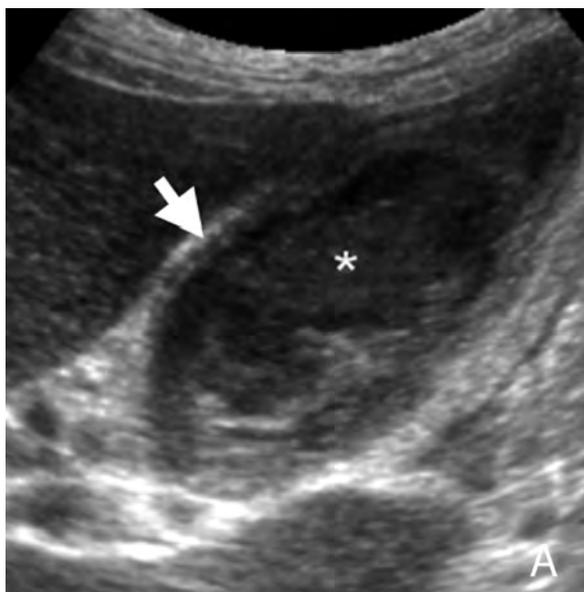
Острый бескаменный холецистит: А — УЗИ, продольный срез в месте максимальной болезненности показывает утолщение стенки желчного пузыря (стрелка), который полностью заполнен билиарным сладжем (звездочка); Б — доплерография демонстрирует гиперваскуляризацию стенки желчного пузыря (короткая стрелка) как признак, подтверждающий наличие воспалительного процесса; В — КТ, выявлены утолщенные стенки желчного пузыря (длинная стрелка), который заполнен плотным сладжем (звездочка)
